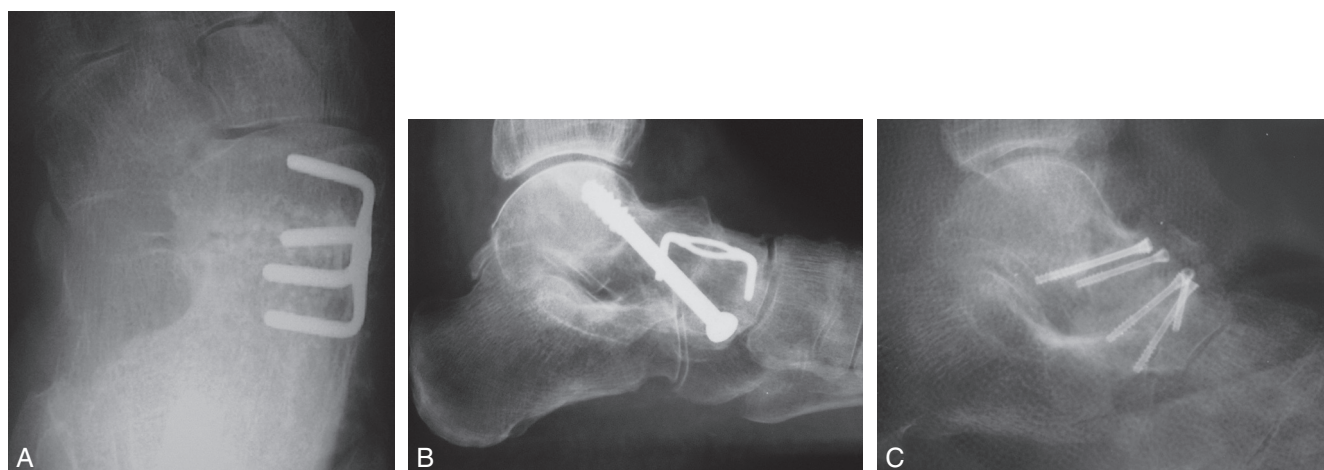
Vue radiographique : exemples de fixation.
